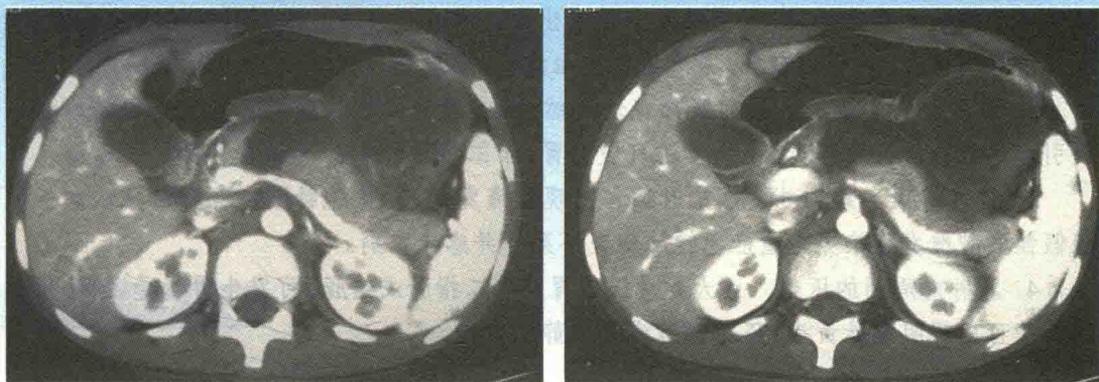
CT 扫描发现胰腺颈部断裂伤伴胰腺囊肿形成
